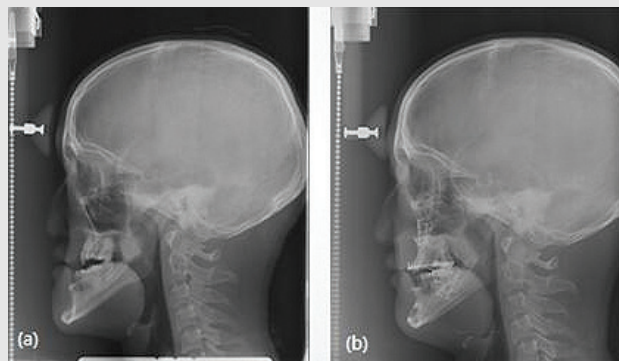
Pre & Post-OP X-ray (a)Pre-OP (b)Post-OP
